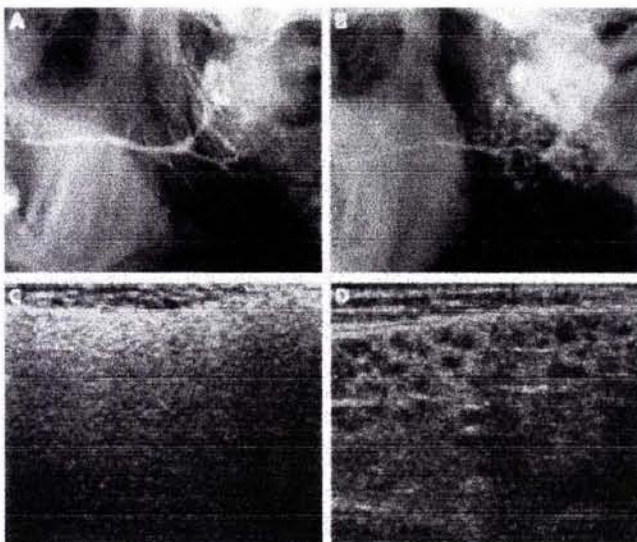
Sialografía (A y B) y sonografía (C y D) de las glándulas parótidas en que pacientes que presentan el síndrome seco (sequedad ocular y bucal). Glándulas normales (A y C), glándulas afectadas por el Síndrome de Sjögren (B y D). La sialografía de las glándulas parótidas con Síndrome de Sjögren muestra manchas focales características (B)
